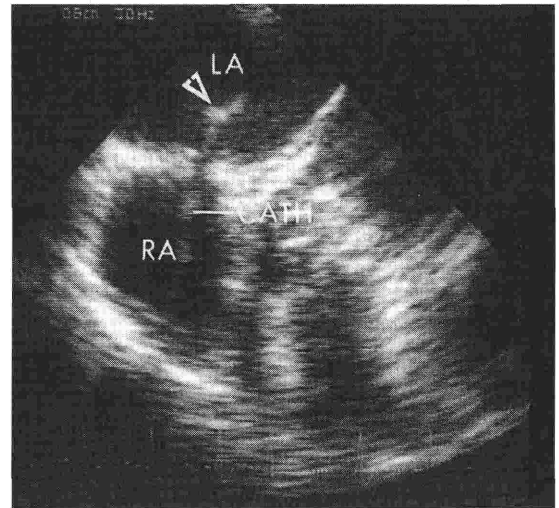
Park の Blade Caheter 施行中の経食道心エコー図
